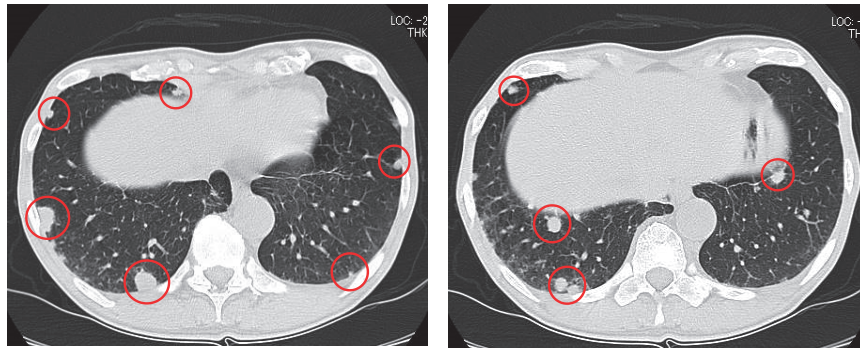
Chest CT after 2nd-line chemotherapy, showing aggravation of multiple lung metastatic lesions.
